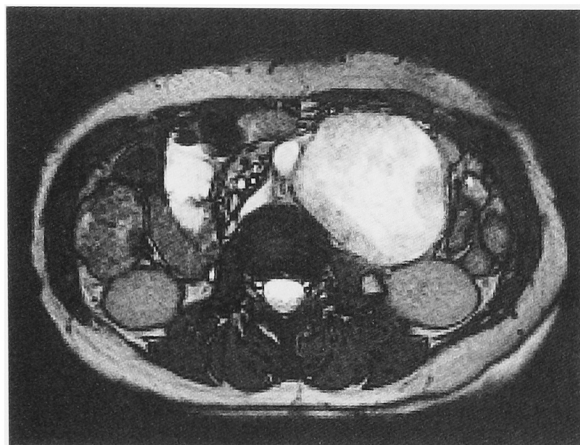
MRI T2-weighted image. Heterogeneously mixed low intensity in the high intensity tumor.
